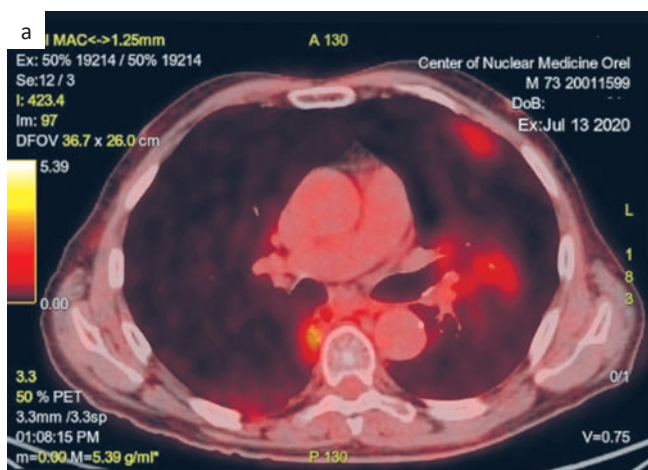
ПЭТ/КТ от 13.06.2020
